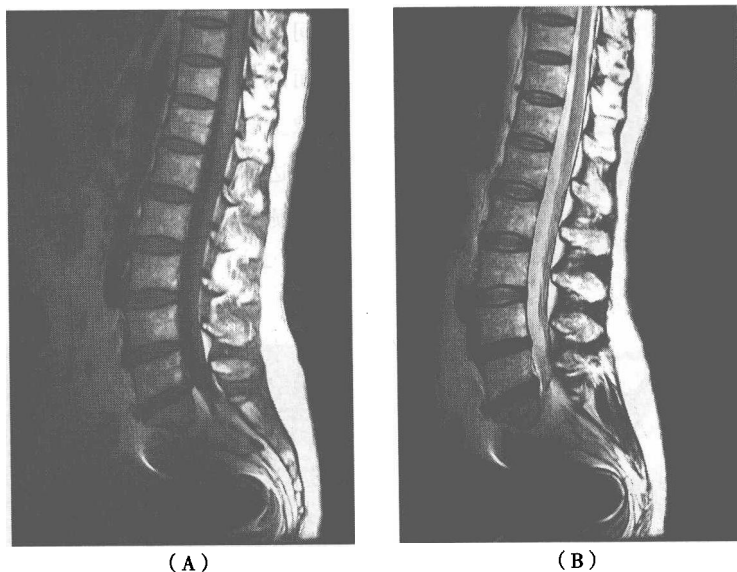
矢状位 MRI 对椎间盘病变的显示
